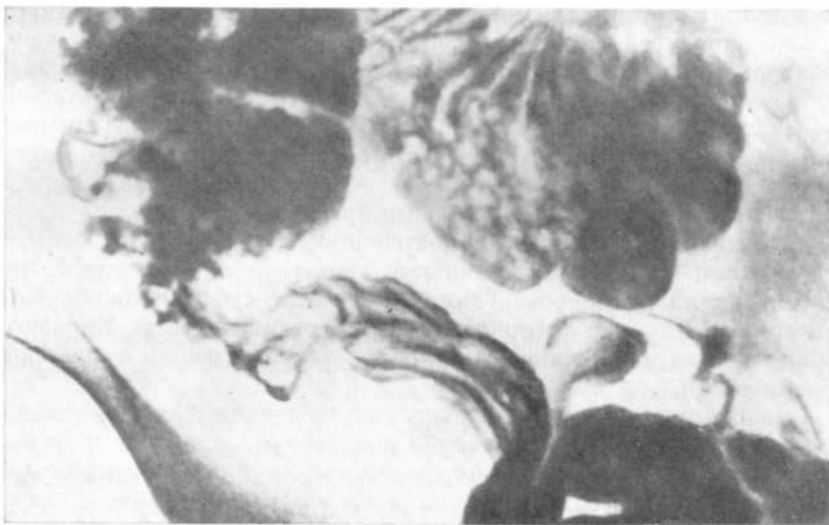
Прицельная рентгенограмма илеоцекального отдела. Туберкулез. Слепая кишка укорочена, сужена, с неровными контурами. Подвздошная кишка расширена, складки слизистой оболочки расширены, на их гребнях псевдополипозные разрастания.
